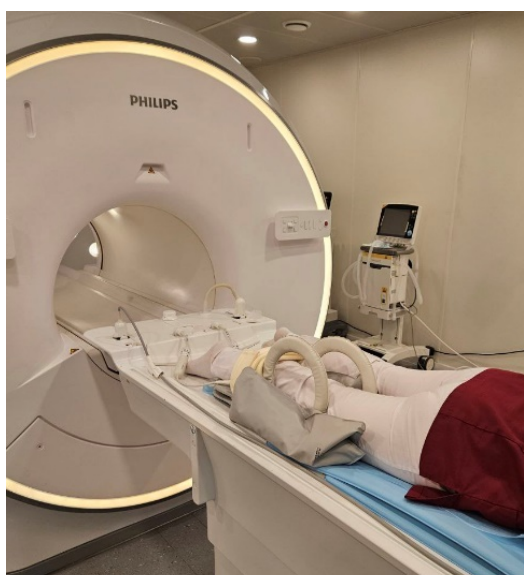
Фотография укладки пациента на столе томографа при выполнении фМРТ коленного сустава. Укладка пациента лежа на животе, ногами вперед. Гибкие катушки – сбоку от сустава, ориентированы вертикально. Фиксация колец катушки – вдоль стола томографа и сбоку, сверху – нет фиксации для свободного движения колена
